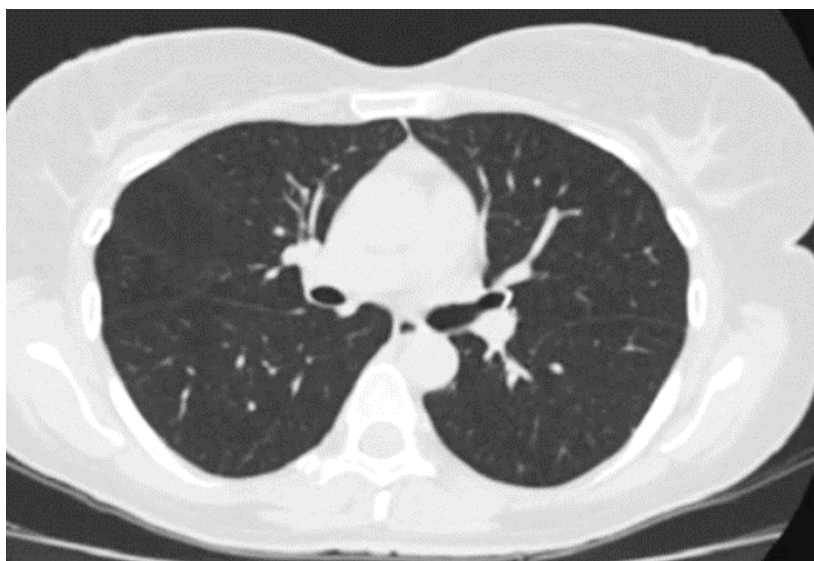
СКТ от 18.12.2018 г.
